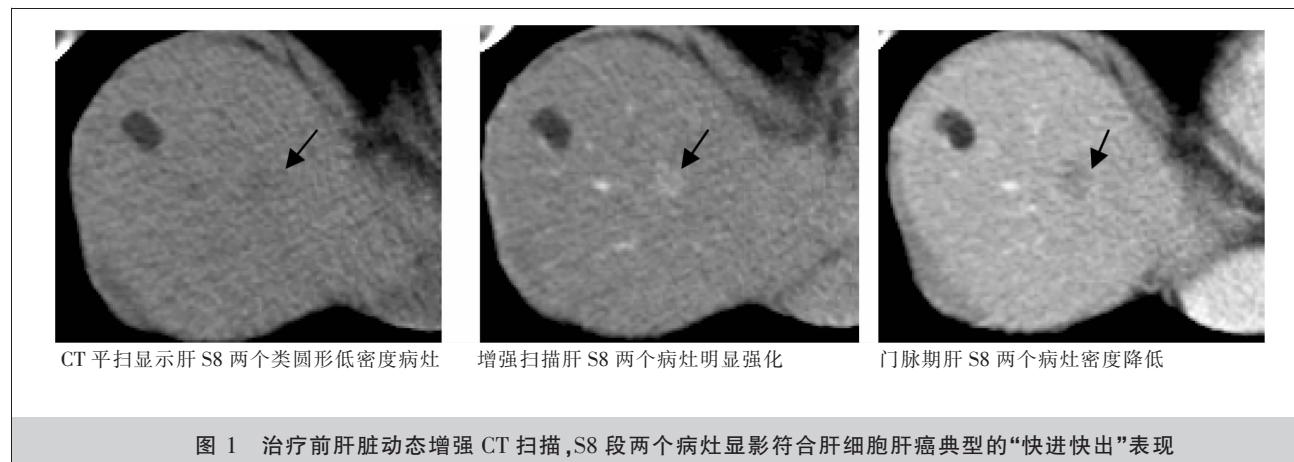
治疗前肝脏动态增强 CT 扫描,S8 段两个病灶显影符合肝细胞肝癌典型的“快进快出”表现
